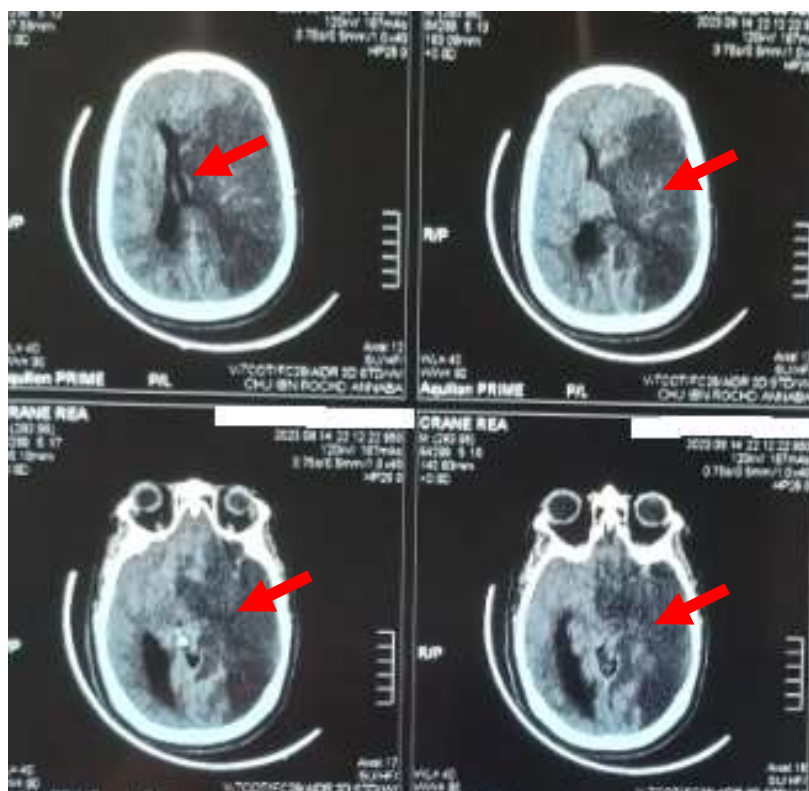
TDM cérébrale objectivant un infarctus étendu hémisphérique gauche.
